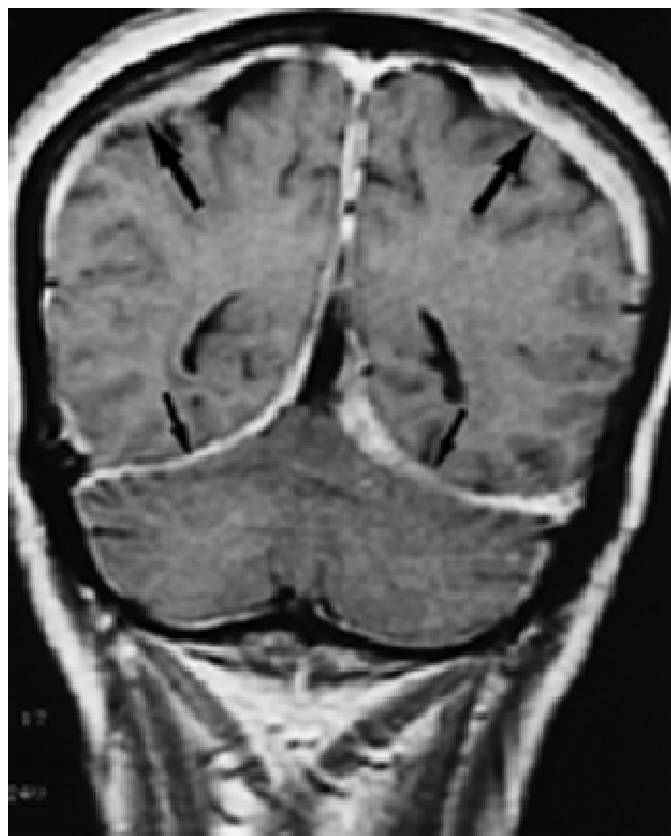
IRM en coupe coronale en séquence T1 après injection de Gadolinium : épaissement et rehaussement intense de la faux du cerveau, de la dure-mère de la convexité de manière bilatérale et de la tente du cervelet plus marqué à gauche [11].
